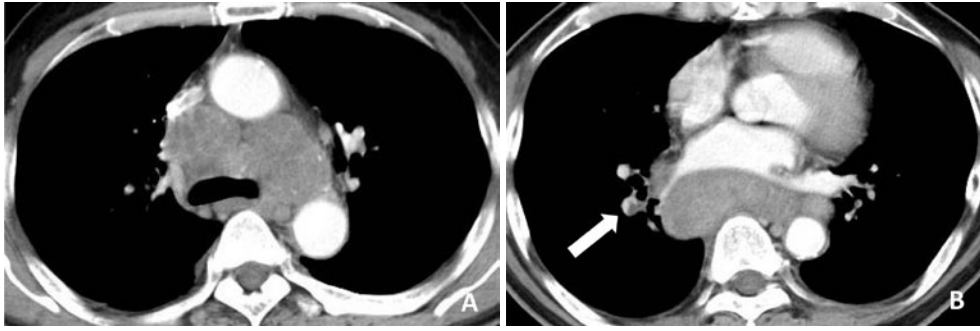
胸部造影CT. 縦隔リンパ節の腫大 (A) とともに右肺動脈内に血栓を認めた (B).
